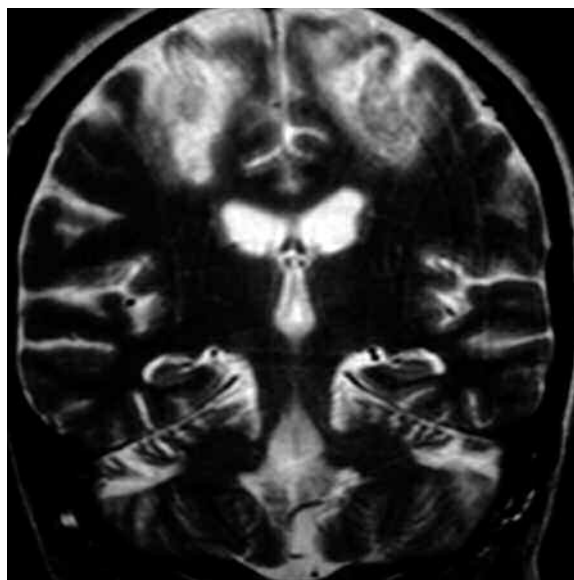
RM de cerebro, corte coronal T2. Se observa un aumento de la señal de la sustancia blanca biparietal, respetando a la sustancia gris cortical.
